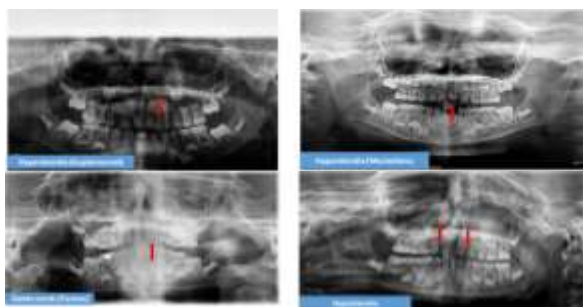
Panoramic radiograph of the child in showing hyperdontia (supplemental) primary maxillary left lateral incisor. Panoramic radiograph of the child in showing hyperdontia (meziodens) primary maxillary incisors. Panoramic radiograph of the child in Double teeth (fusion) involving primary maxillary incisor region and showing agenesis of the permanent maxillary lateral incisors. Panoramic radiograph of the child in showing bilateral tooth agenesis of the primary maxillary lateral incisors and permanent maxillary lateral incisors.
